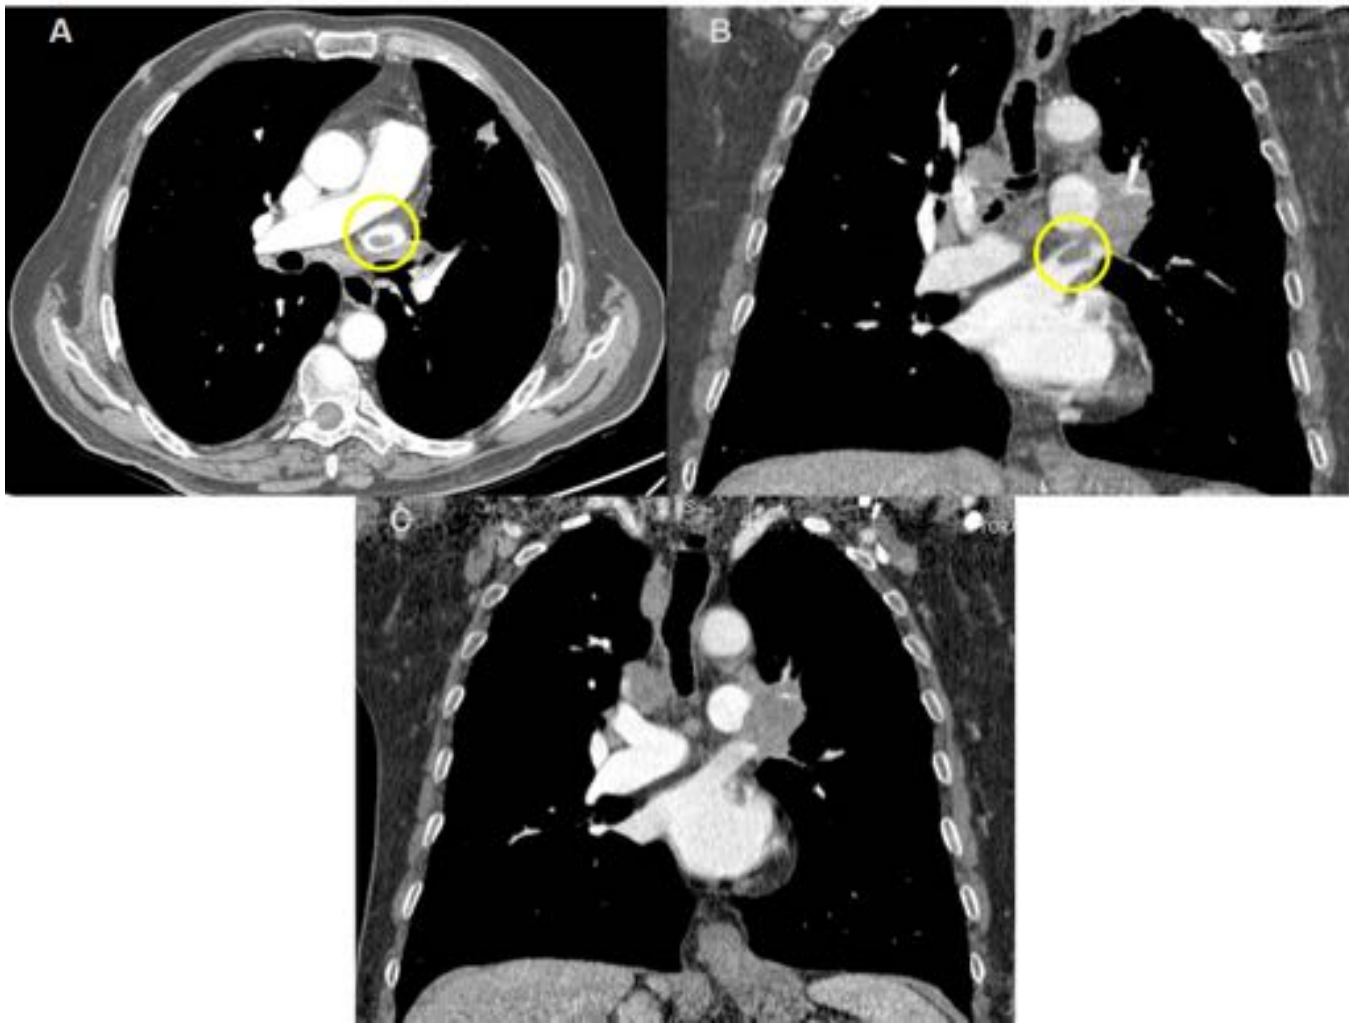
AngioTC torácico A) Reconstrucción de 1.5mm en plano axial B y C) Reconstrucciones de 1.5mm en plano coronal. Paciente de 87 años con un carcinoma pulmonar de células pequeñas estadio IV ya conocido. En un AngioTC de control (A y B) se observó e informó la aparición de un trombo (círculo en A y B) en la VP superior izquierda. Se realiza el TC de control (C) tras 9 meses de tratamiento con QT y HBPM, observándose la resolución del trombo.
